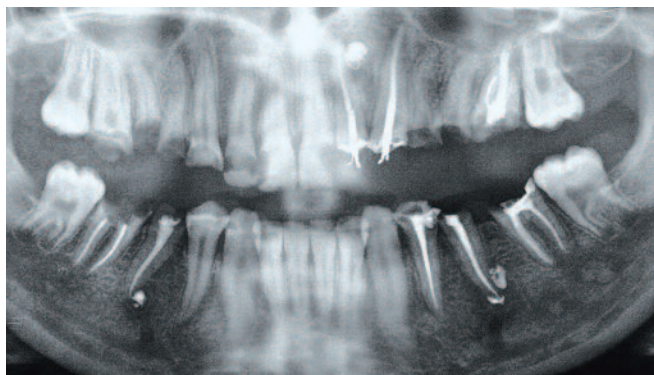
Cas clinique n° 2 : radiographie panoramique préopératoire d'une patiente âgée de 19 ans qui consulte le service des urgences dentaires pour une cellulite dans le secteur droit.
